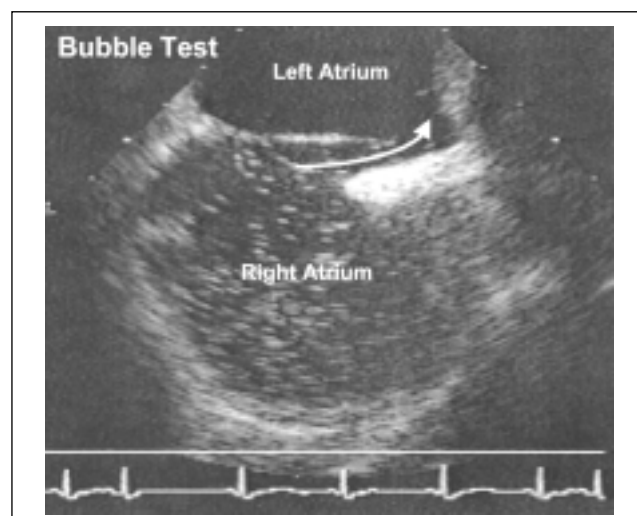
Чреспищеводная эхокардиография на пике пробы Вальсальвы у больного с незаращением овального отверстия. В локтевую вену введен газообразующий коллоидный раствор, содержащий пузырьки, которые выглядят как мелкие белые точки на эхокардиограмме. Некоторые из них попадают в левое предсердие (указано стрелкой), что говорит о незаращении овального отверстия.
